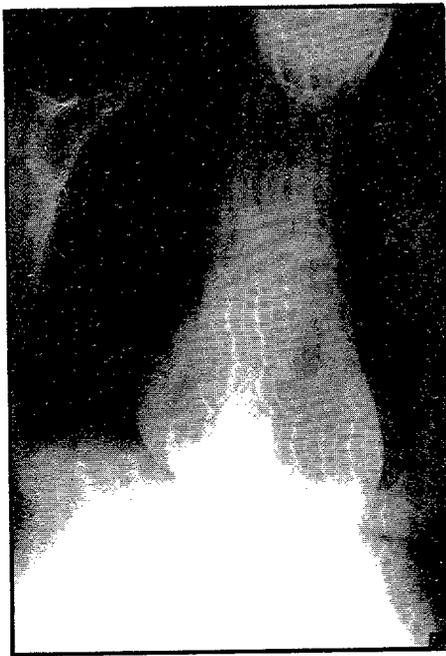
Radiografía de torax tras inyección de contraste a través del catéter de punción venosa central.
